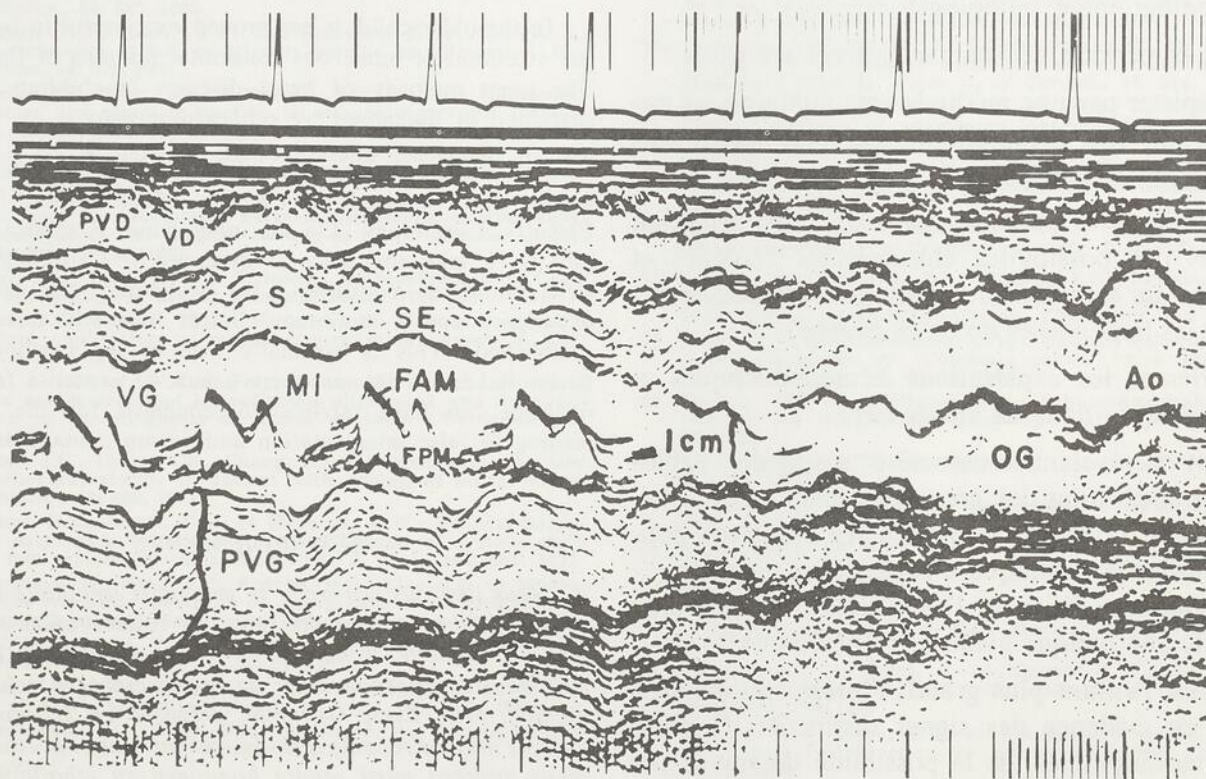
Echocardiogramme d'un enfant de 8 ans, porteur d'une hypertrophie symétrique restrictive du VG. Noter l'hypertrophie marquée symétrique du septum et la paroi libre du ventricule gauche (plus grande que 2 cm). La pente EF de la mitrale est abaissée. L'OG ne semble pas dilatée.
